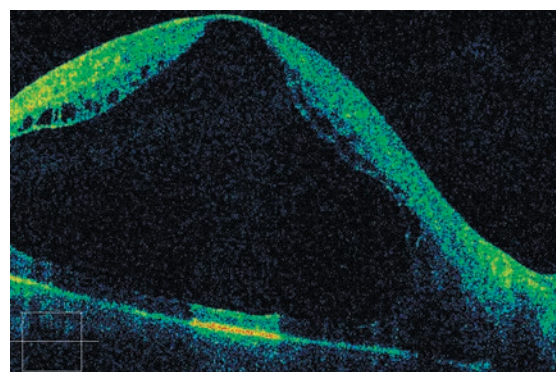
Томограмма сетчатки больного пигментным ретиinitом с гигантской кистой.
